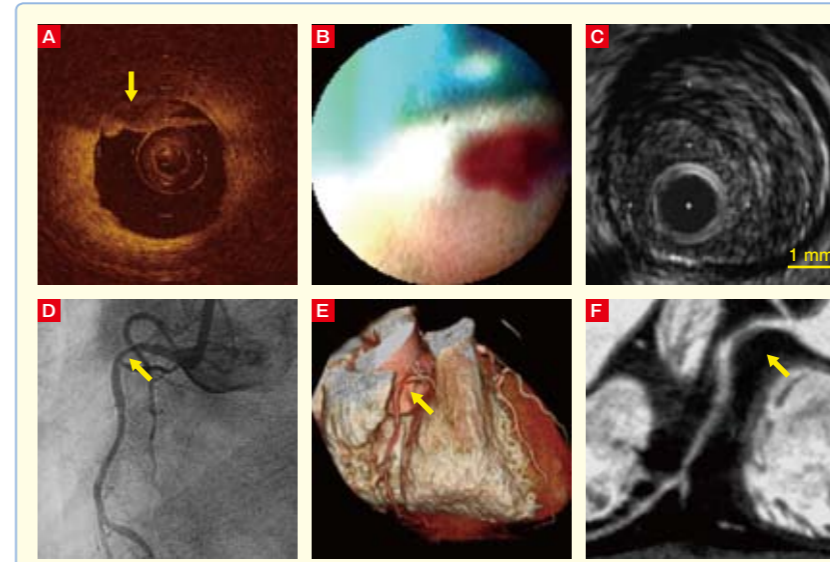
IFC-ACS ( = Could Be Plaque Erosion) : CTA does not show either positive remodeling or low attenuation plaque (LAP). (文献<sup>1)</sup>より)
